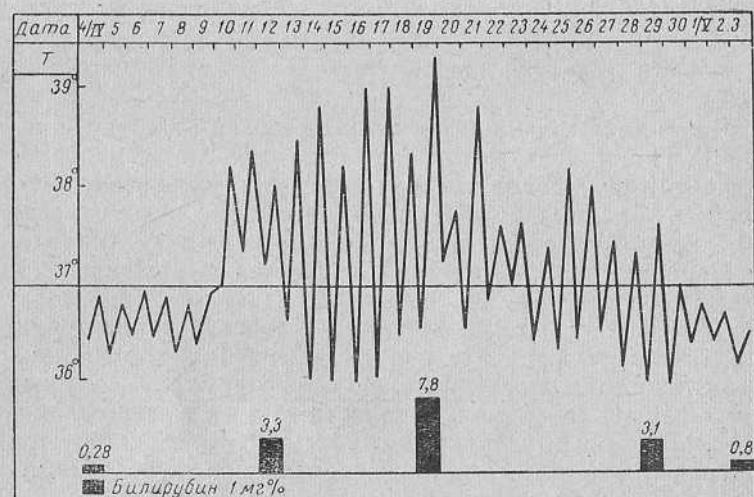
Больная А., 47 лет. Посттрансфузионный гепатит-микст. Температурная кривая.
